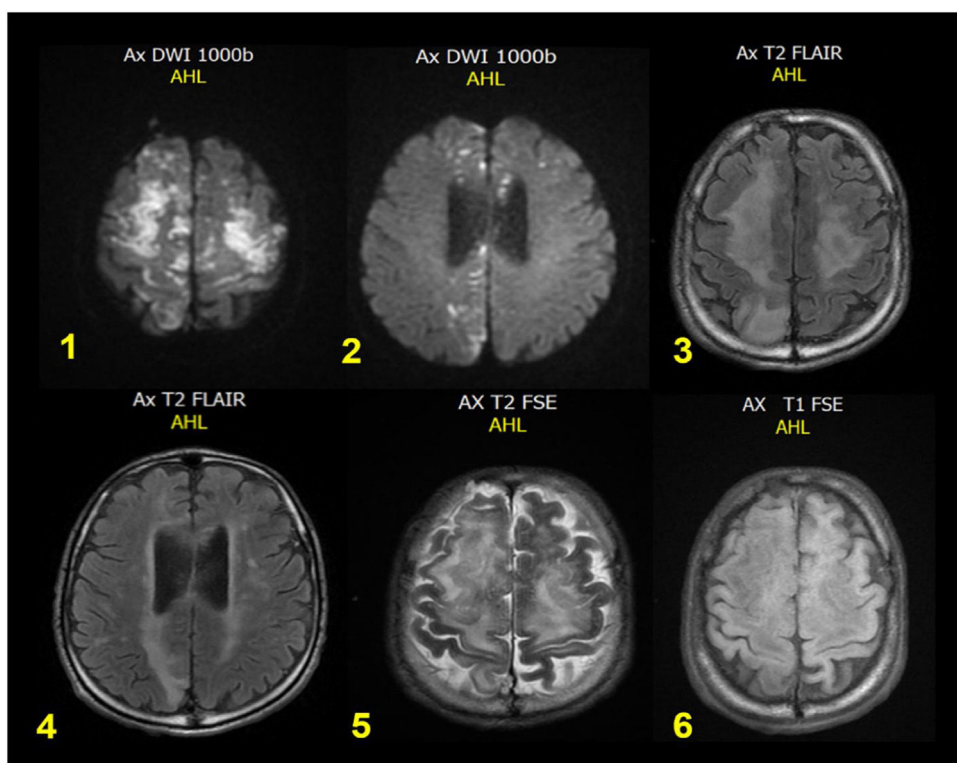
Resonancia magnética cerebral simple. Múltiples focos isquémicos subagudos coalescentes corticosubcorticales frontales altos bilaterales y parietales mediales derechos con aumento del tamaño del sistema ventricular supratentorial y ensanchamiento de los espacios subaracnoideos para las convexidades, compensatorios.
